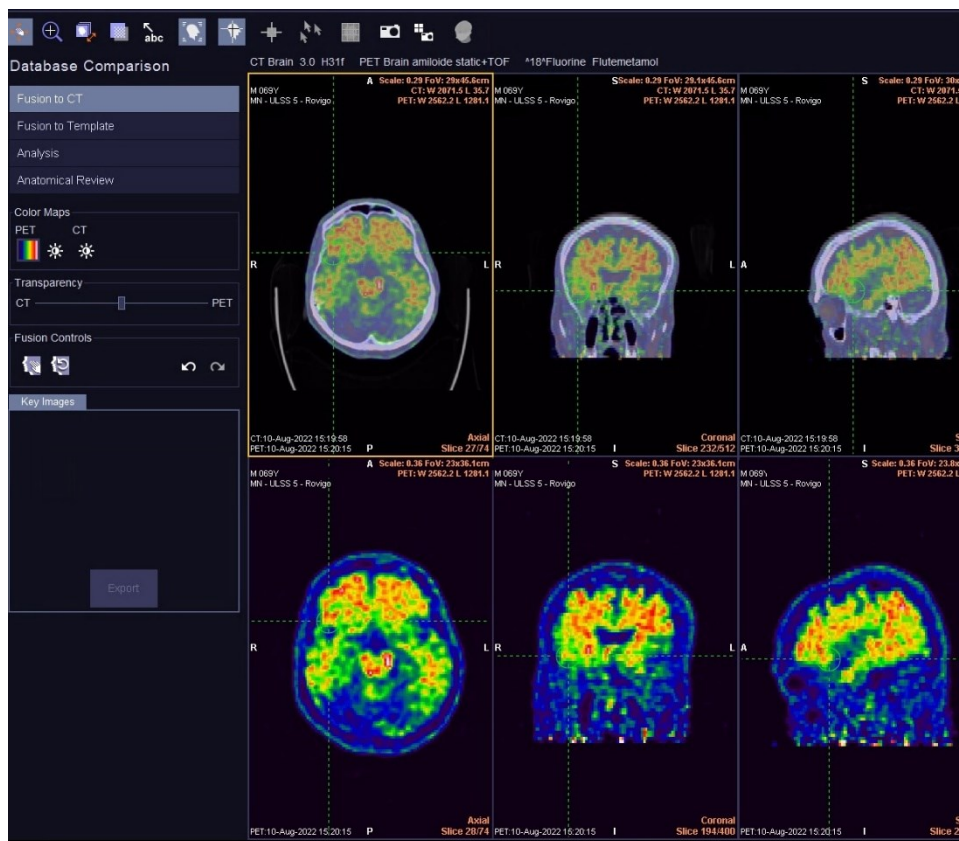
Registrazione rigida PET-CT eseguita dal tool “Database Comparison”
